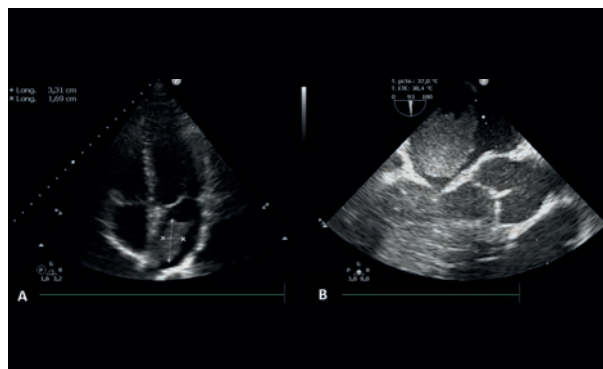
A. Ecocardiograma transtorácico. Vista apical de cuatro cámaras. Visualización de masa cardíaca en aurícula izquierda. B. Ecocardiograma transesofágico. Nivel medio esofágico, cristales a 93 grados. Visualización de masa cardíaca en aurícula izquierda.
